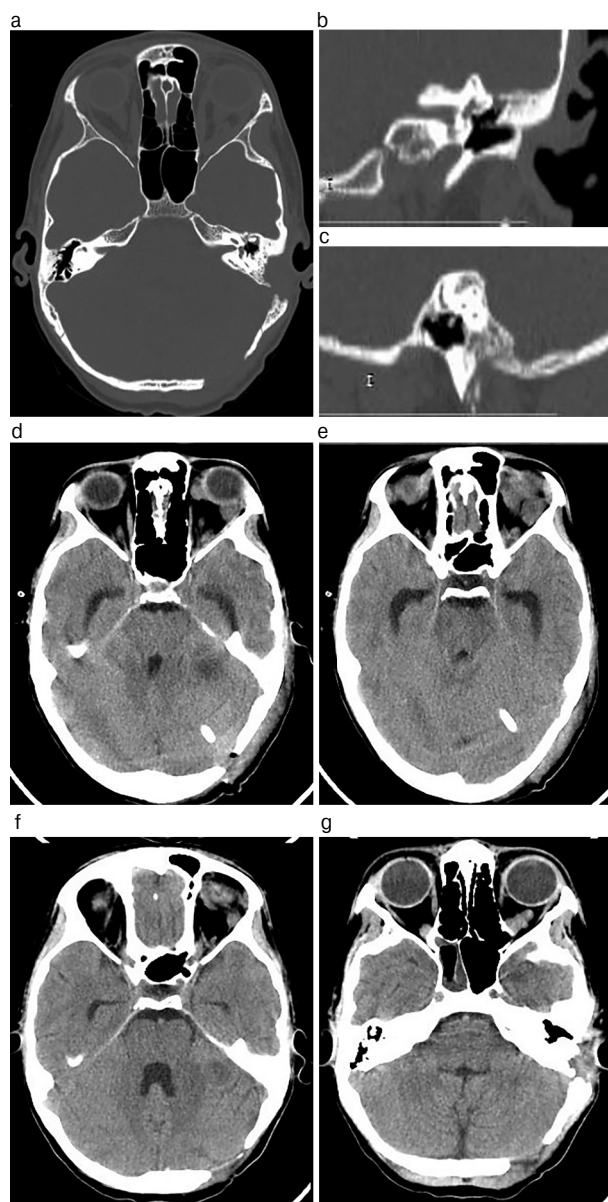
КТ височных костей в аксиальной проекции (а), коронарной проекции (b) и сагиттальной проекции (с) и ГМ без контрастирования в аксиальной проекции (d, g) пациента К., 16 лет, выполненные после хирургической санации очагов инфекции. Послеоперационные полости среднего уха и сосцевидного отростка без воспалительных явлений (а, b). На КТ ГМ, выполненных в динамике через 5 дней после оперативного лечения (d, e), жидкостных образований не выявлено, отек вещества ГМ, смещение срединных структур умеренно выраженные. На КТ ГМ, выполненных на 17-е сутки после хирургической санации очагов инфекции (f, g), образований, смещения срединных структур ГМ не выявлено.
